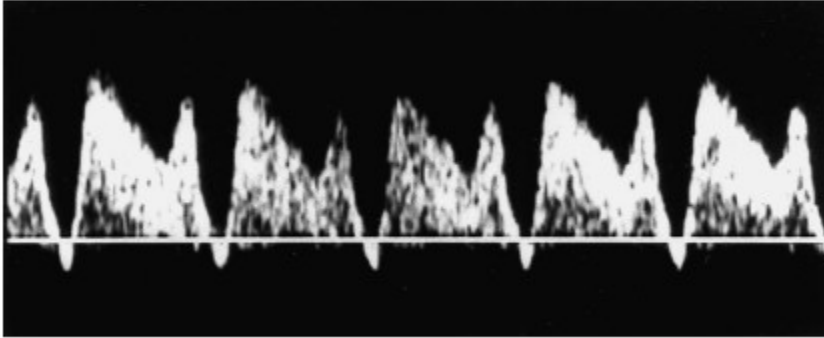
Orta serebral arter Dopplerinde dalga biçimi. Beyin koruyucu etkinin kaybı,diyastolik çentik ve yüksek zirve akımı izleniyor (77)
